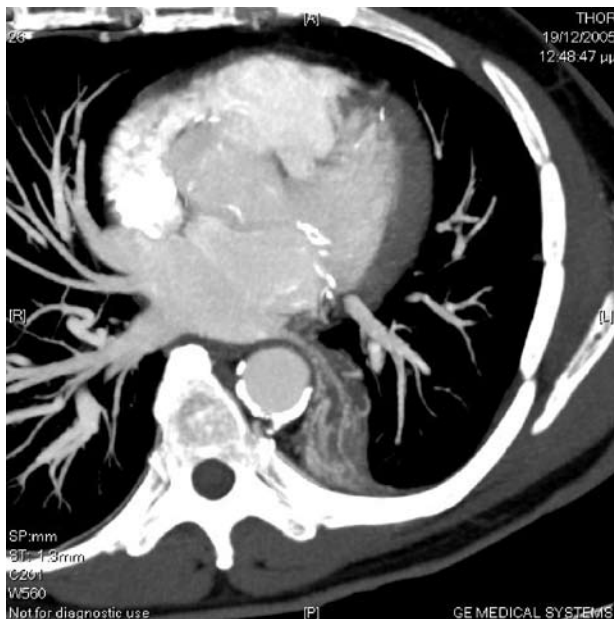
Case 1: 3D MIP CT of the lung sequestration.
